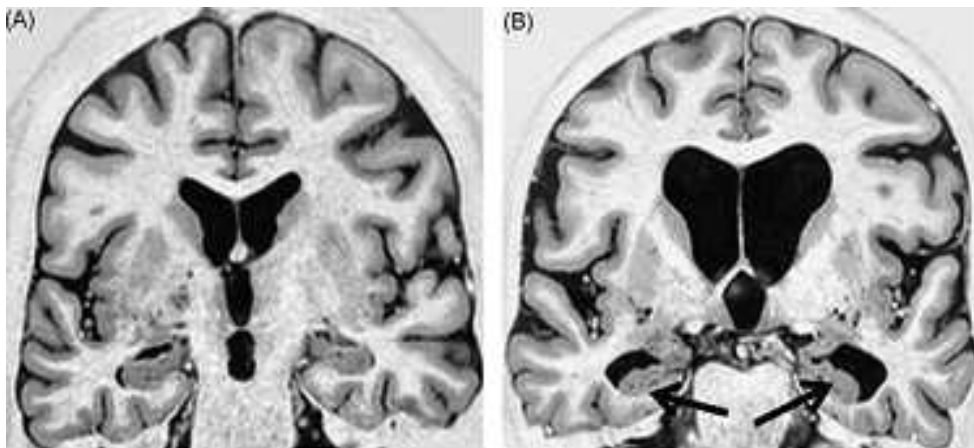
Pariante *et al.* (2009), IRM cérébrales obtenues à l'aide de séquences TIR en coupes coronales.
